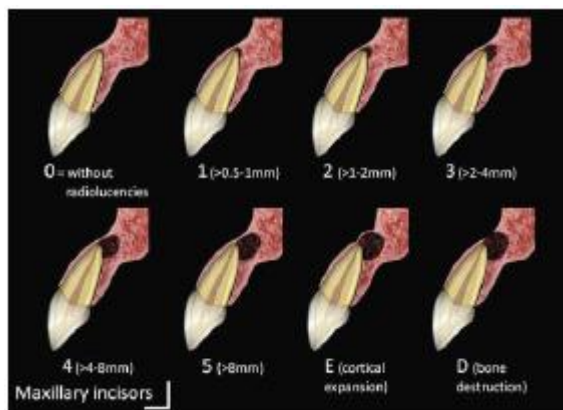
Echelle de CBCTPAI sur une incisive maxillaire. [6]
